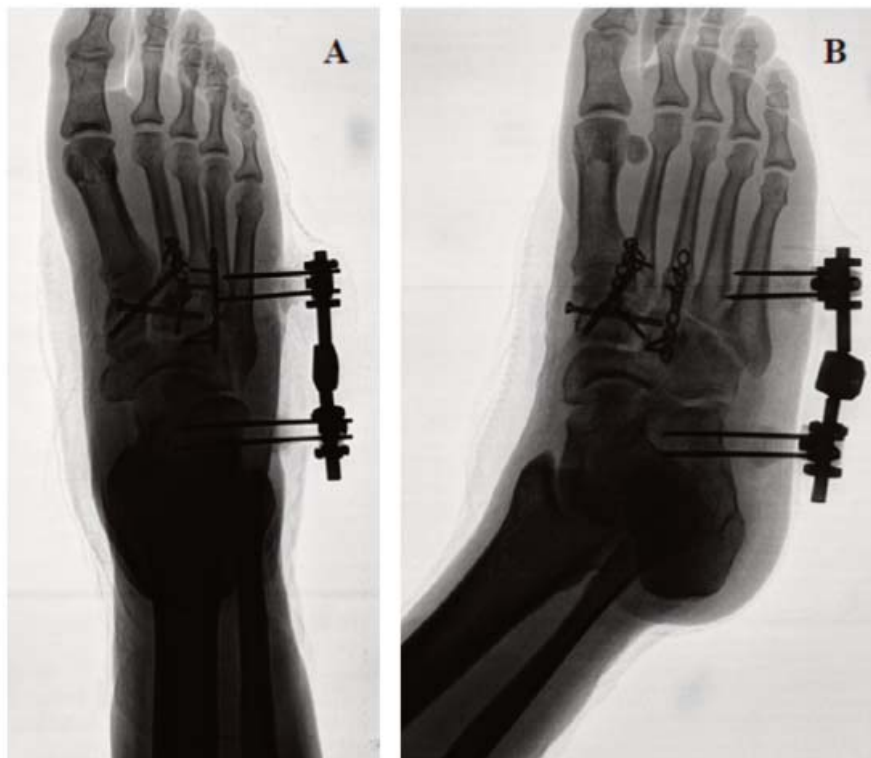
Radiografia do pé pós-cirúrgica.
